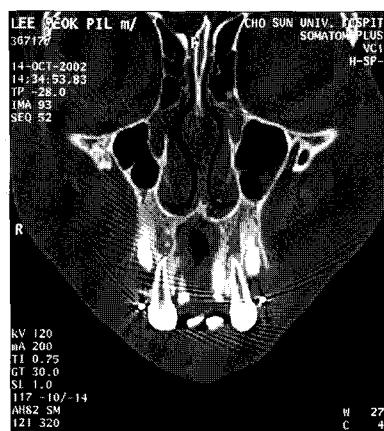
CT finding shows consistancy of nasal cavity floor.
